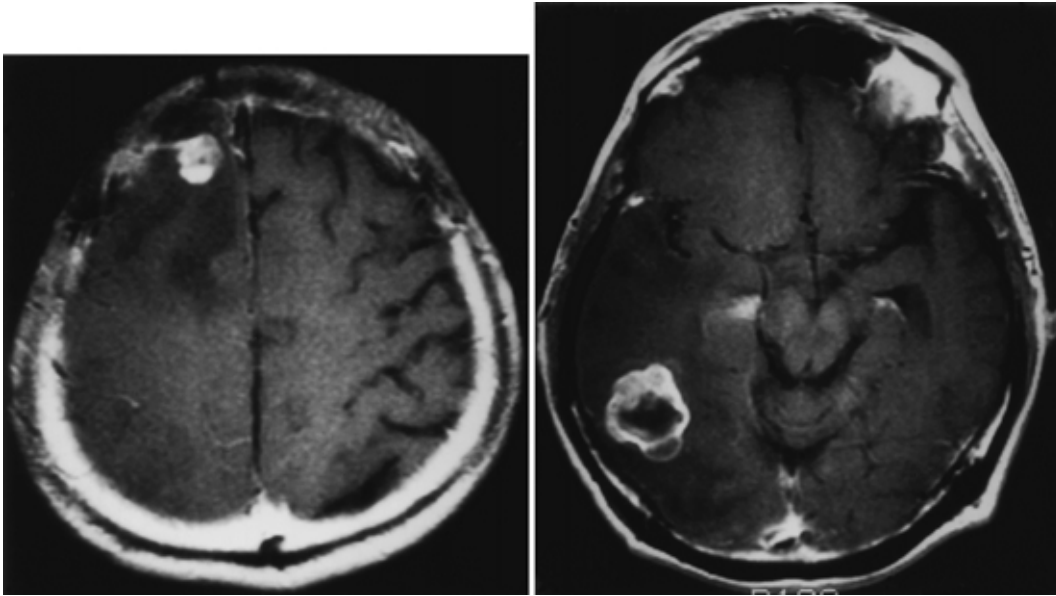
Brain MRI showing two masses with high intensity on the T2-weighted image.
